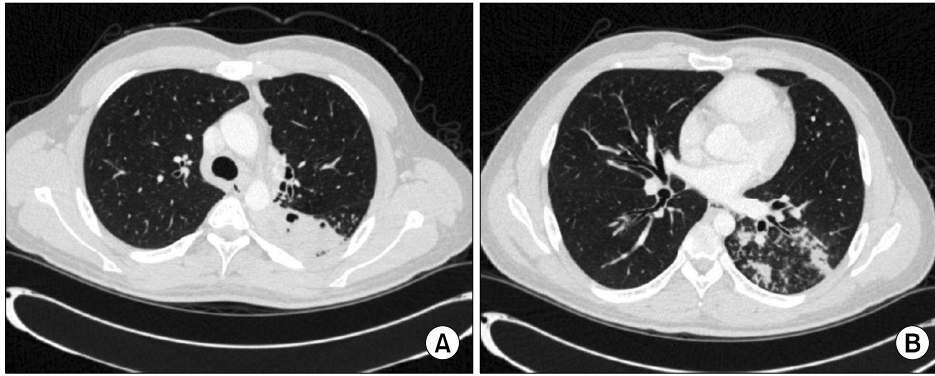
Chest CT scans showed necrotizing pneumonia at left lower lobe superior segment (A) and bronchogenic dissemination to the basal segment of left lower lobe (B). It was likely reactive pulmonary tuberculosis.
